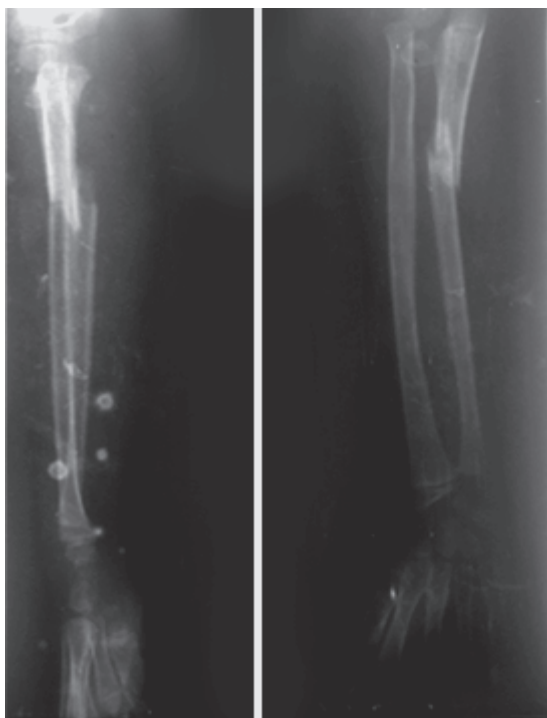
Radiographie de l'avant bras face et profil montrant une fracture diaphysaire de l'ulna et une fracture-luxation de la tête radiale
